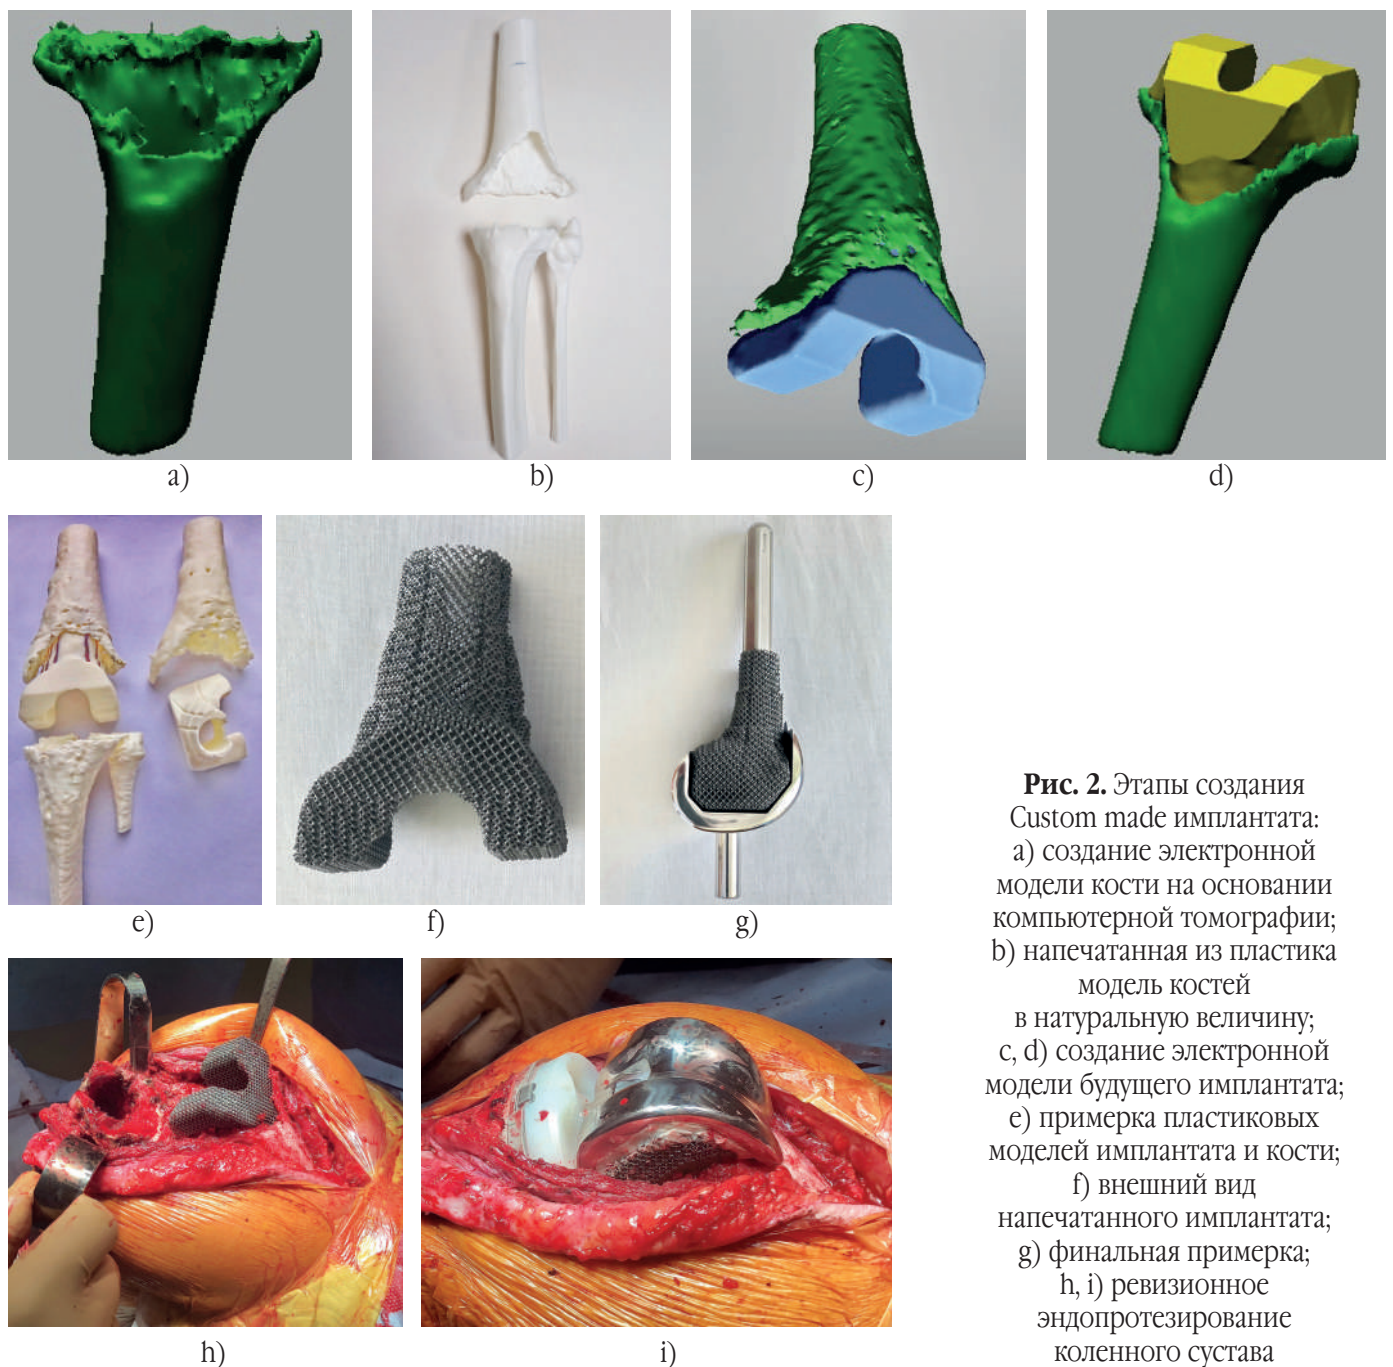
Этапы создания Custom made имплантата: а) создание электронной модели кости на основании компьютерной томографии; б) напечатанная из пластика модель костей в натуральную величину; с, d) создание электронной модели будущего имплантата; е) примерка пластиковых моделей имплантата и кости; ф) внешний вид напечатанного имплантата; г) финальная примерка; h, i) ревизионное эндопротезирование коленного сустава
